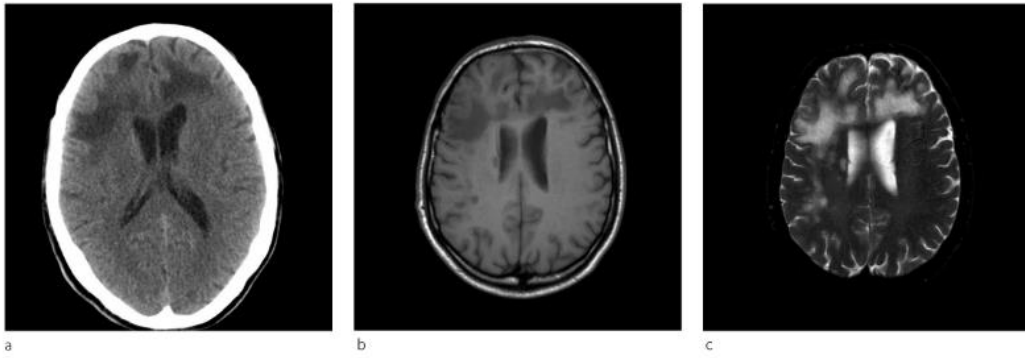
A) Tomografia computadorizada mostra áreas de hipodensidade bilaterais e confluentes localizadas na região frontal subcortical. B) Ponderação em T1. C) Ponderação em T2.
